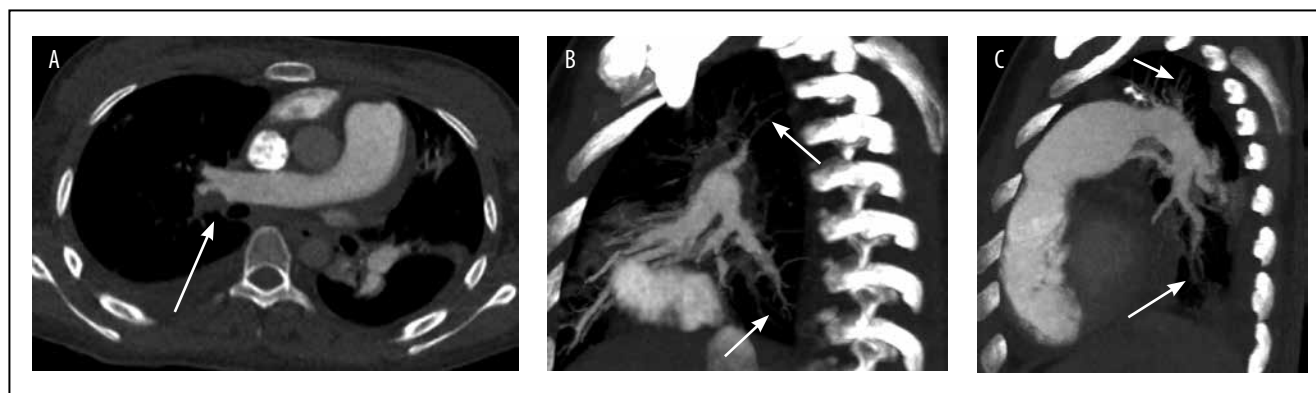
КТ-пульмонография. А – Пристеночный тромб в просвете правой легочной артерии. В – Окклюзия дистальных ветвей верхней и нижней долей правого легкого. С – Окклюзия дистальных ветвей верхней и нижней долей левого легкого [составлено авторами]
